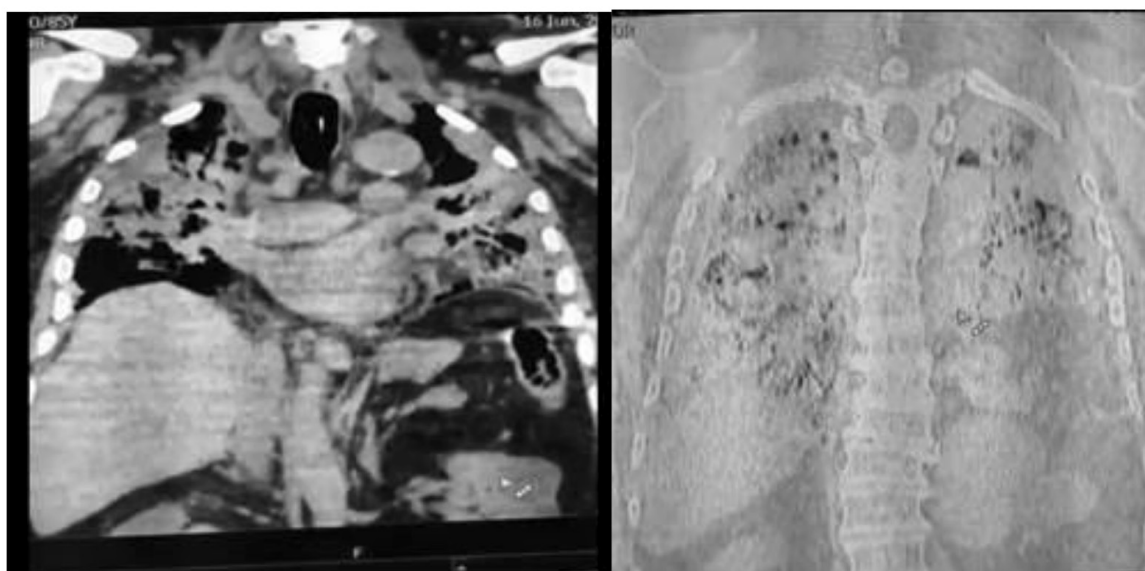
Tomografía de tórax.
